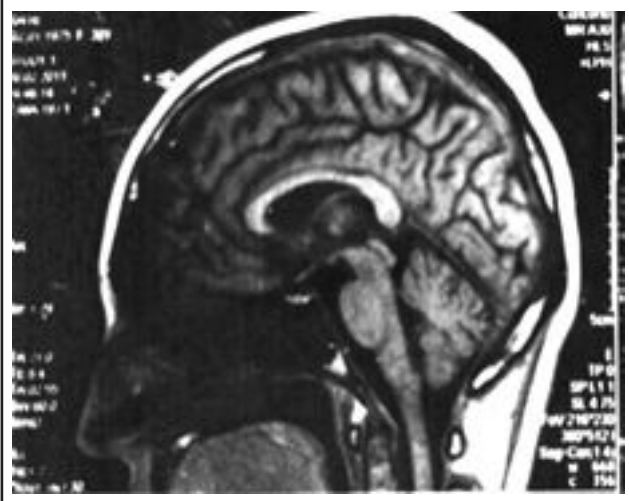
МРТ головного мозга от 16.02.2011 г.
